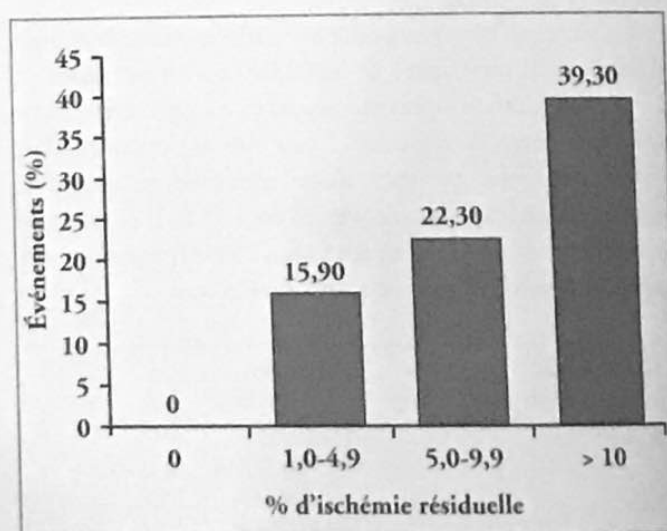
La sous-étude scintigraphie de l'étude COURAGE. Les événements (morts + infarctus) à long terme sont liés à la persistance d'une ischémie résiduelle (évaluée par scintigraphie) sous traitement. D'après¹⁴.
